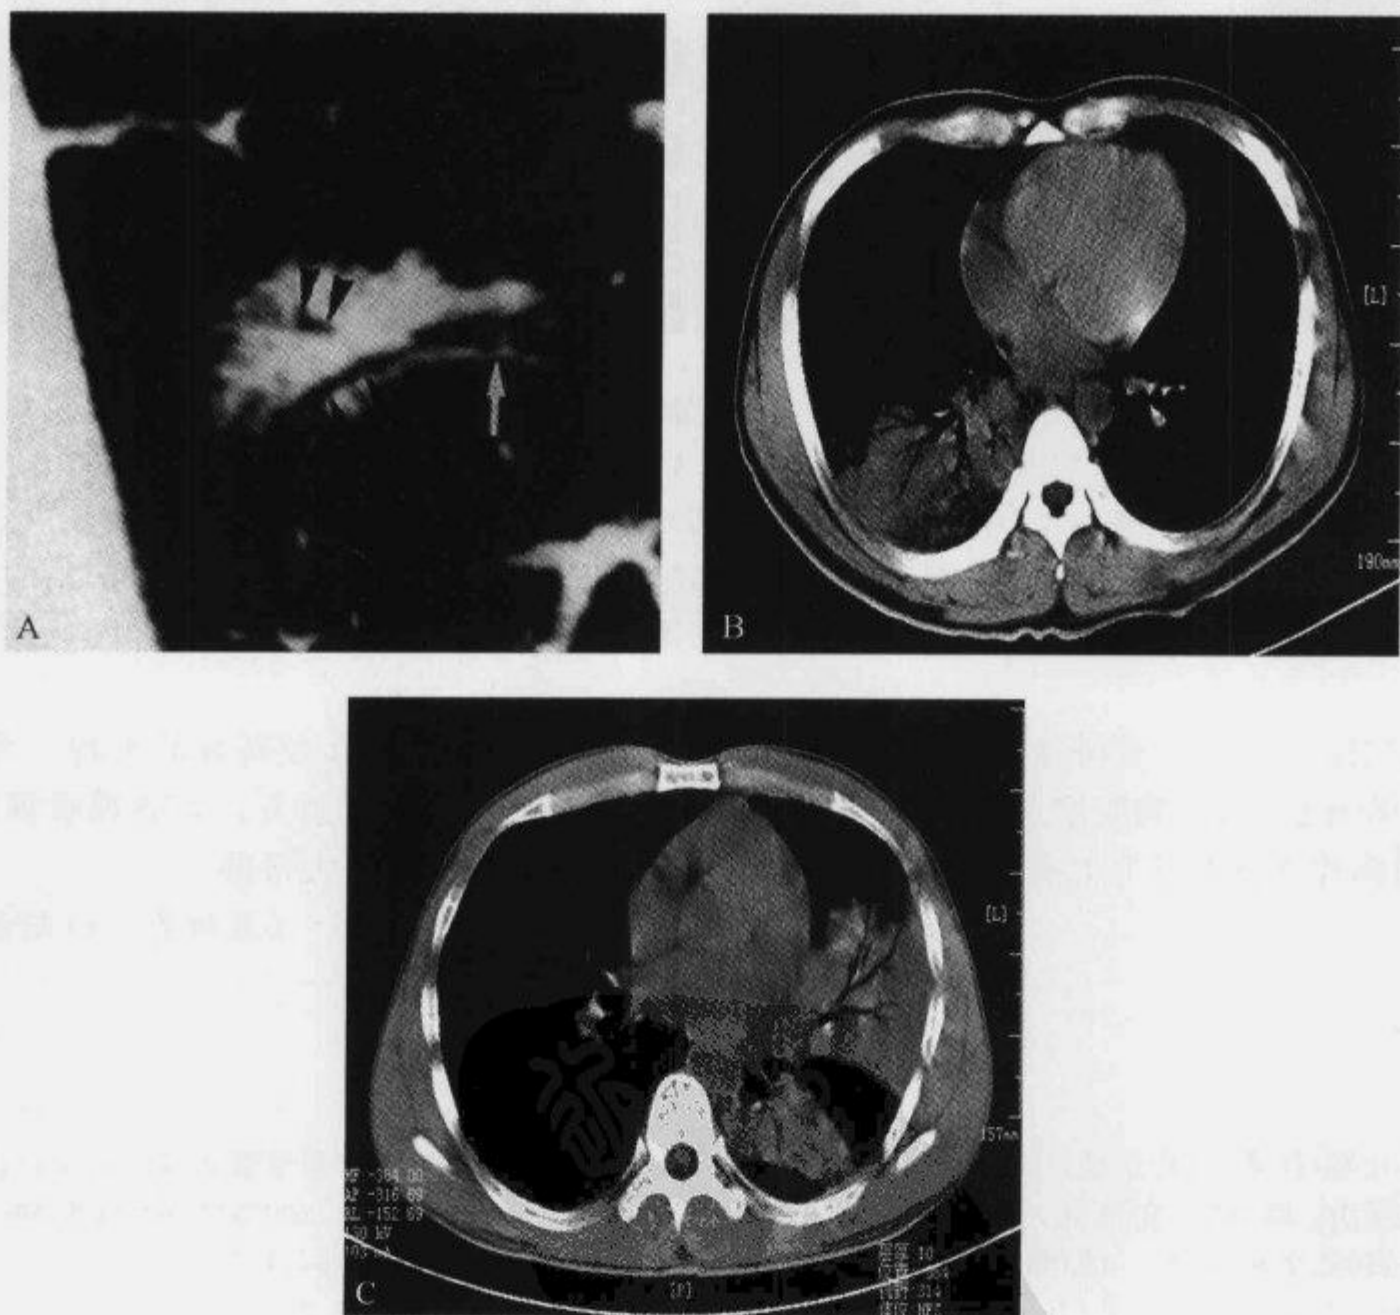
CT 平扫示“细支气管充气征”、“枯枝征”及“空气支气管造影征”
